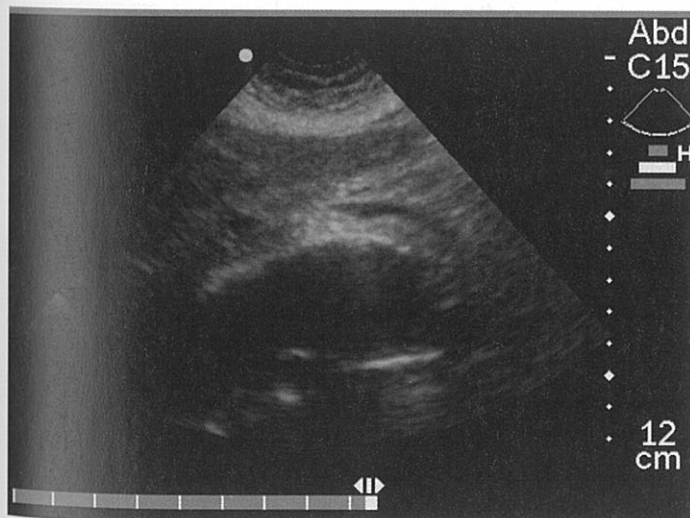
Imagine ecografică a unui anevrism de aortă abdominală în secțiune longitudinală.
